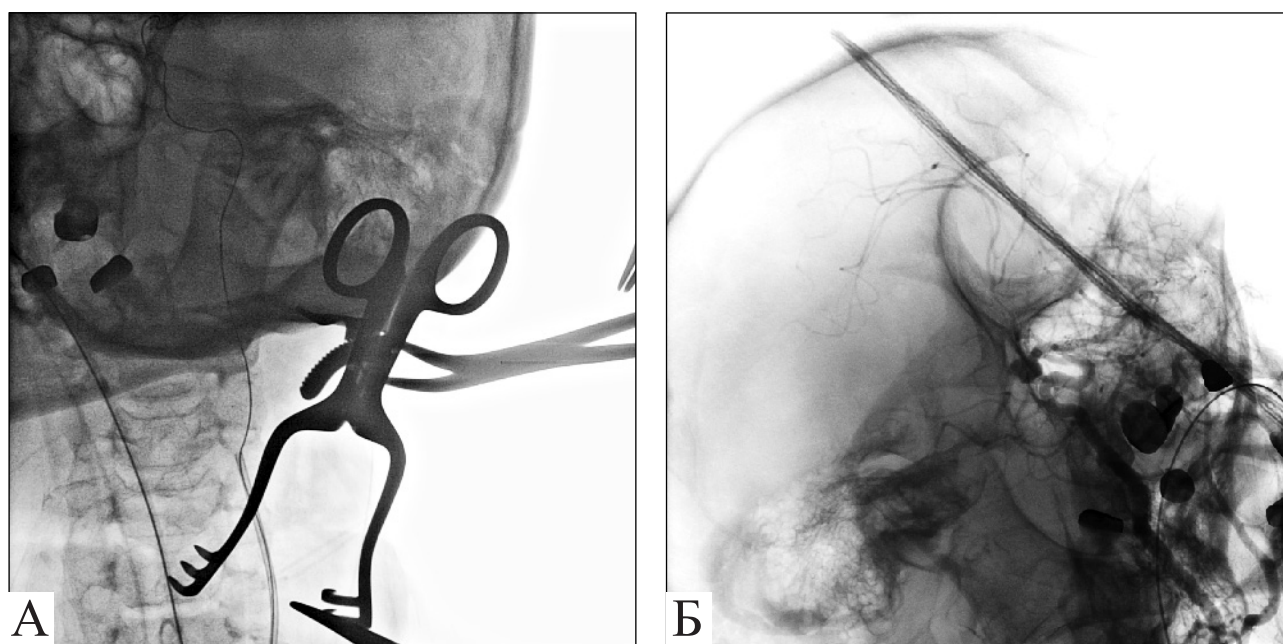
Хвора Д.: А — рентгенограма під час проведення каротидної артеріотомії та видалення мікроспіралі із ВСА в ділянці шийі; Б — післяопераційна ангиограма
